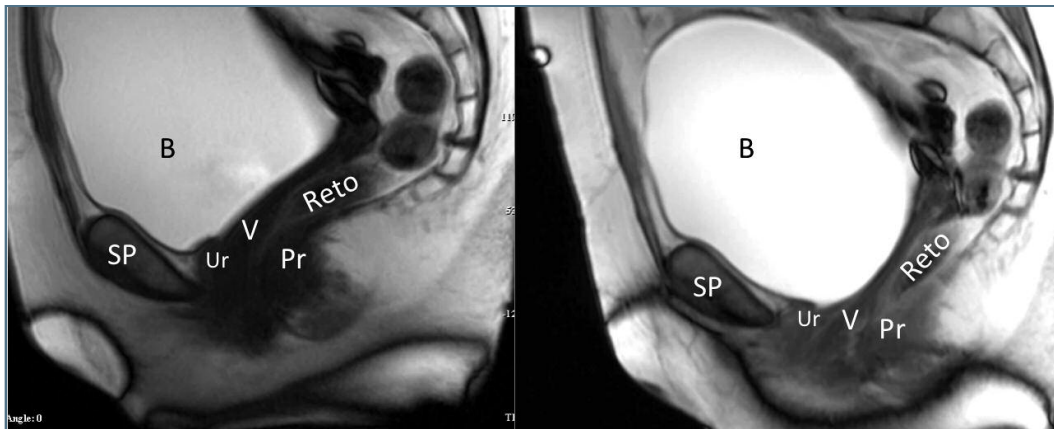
Ressonância Magnética. Imagens dinâmicas adquiridas em contração ativa e manobra de valsalva. SP: sínfise púbica; Ur: uretra; B: bexiga; V: vagina; Pr: músculo puborretal
